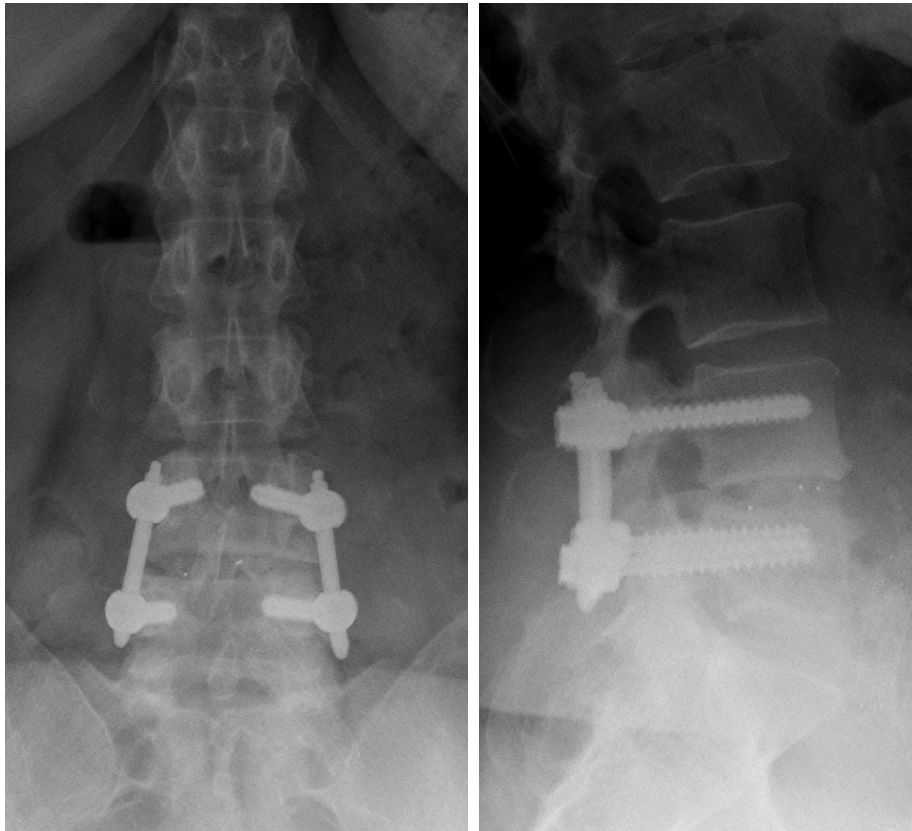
Röntgenaufnahmen einer monosegmentalen Spondylodese. Bild links: anterior-posteriorer Strahlengang, Bild rechts: lateraler Strahlengang.
